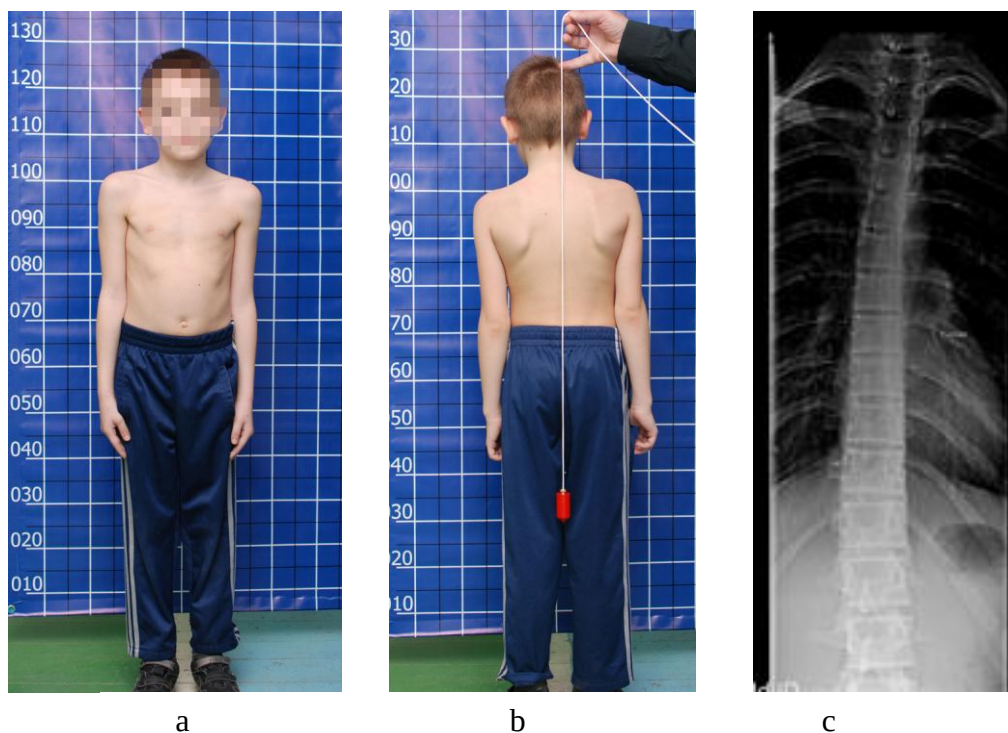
Elevul clasei a 5-a, 11 ani. La inspecția din față (a) și din spate (b) se determină decentrarea capului, asimetria umerelor, scapulelor, rebordurilor costale, inegalitatea triunghiurilor taliei. Radiografic (c) se depistează scolioza toraco-lombară de gr. I.
